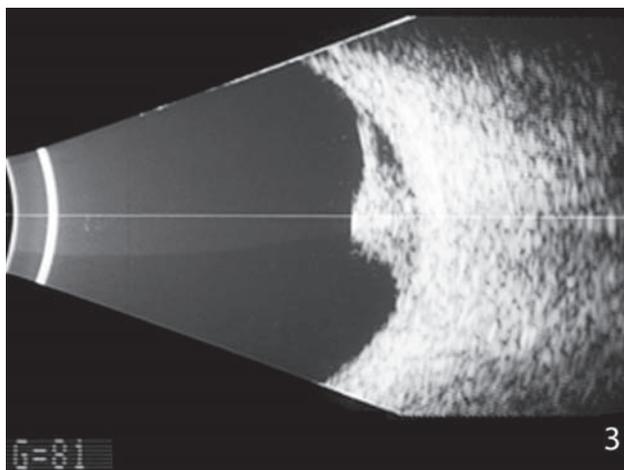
Ecografía modo B, se observa una masa sólida de 5,9 mm de espesor con desprendimiento de retina.
